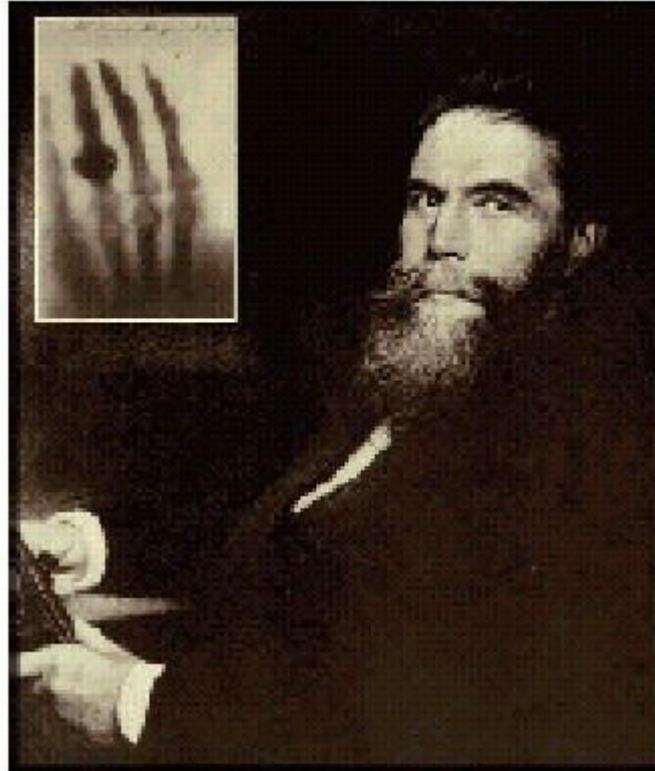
Foto de Wilhelm Conrad Roentgen
